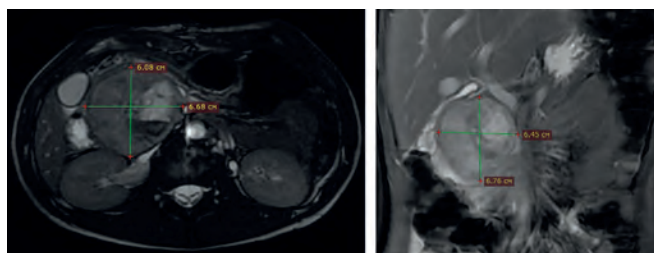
МРТ: в области головки ПЖ определяется солидное новообразование
